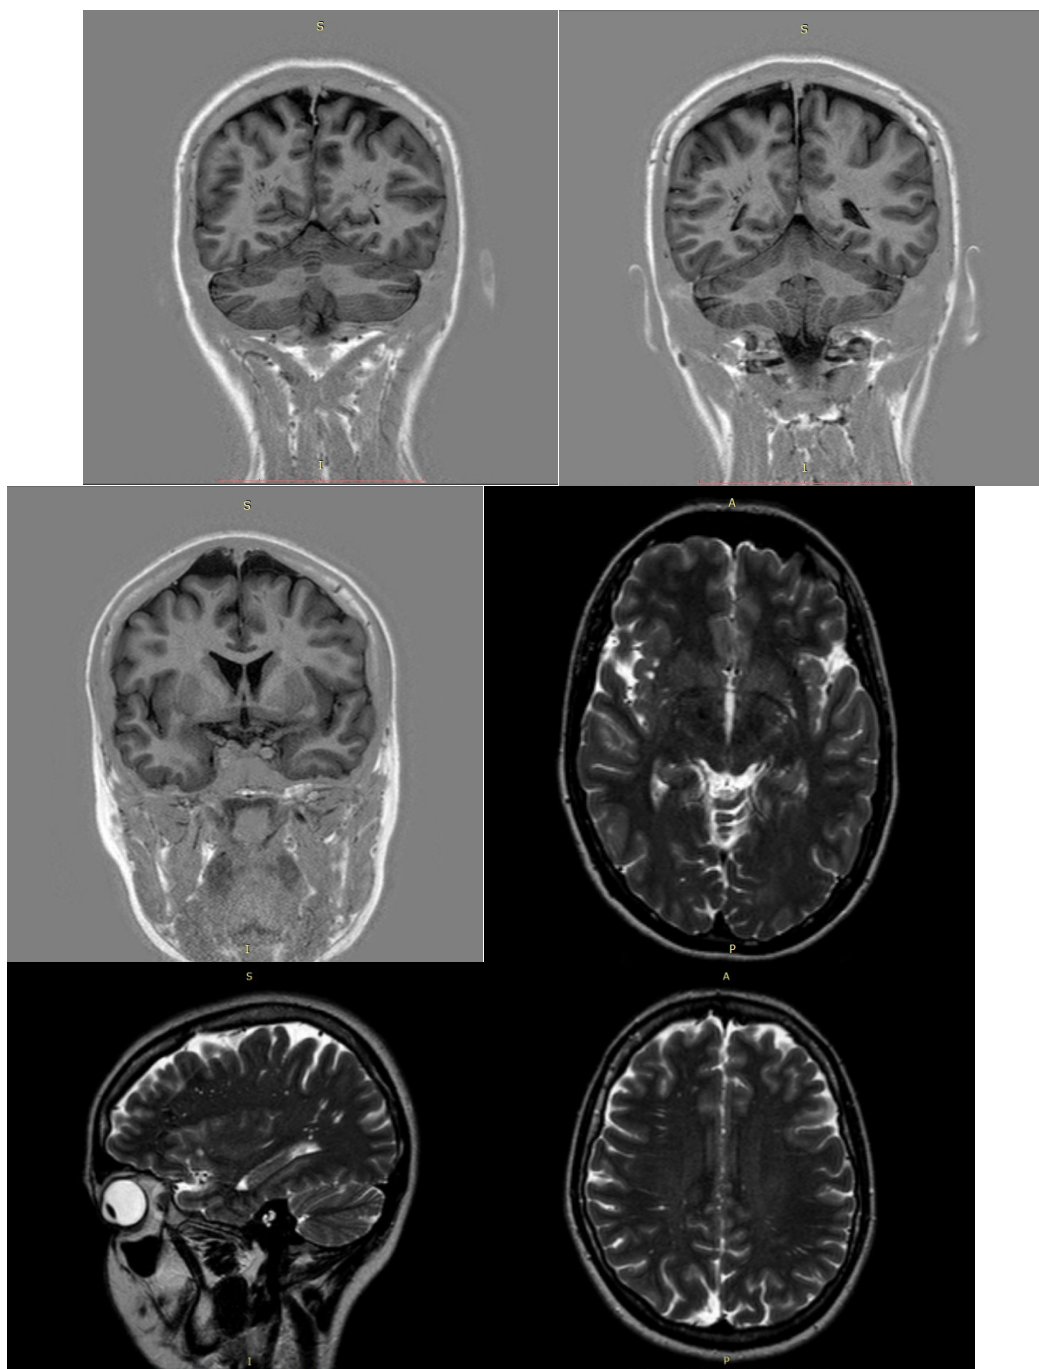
Нейровизуализационная картина (МРТ) у дочери пациентки
